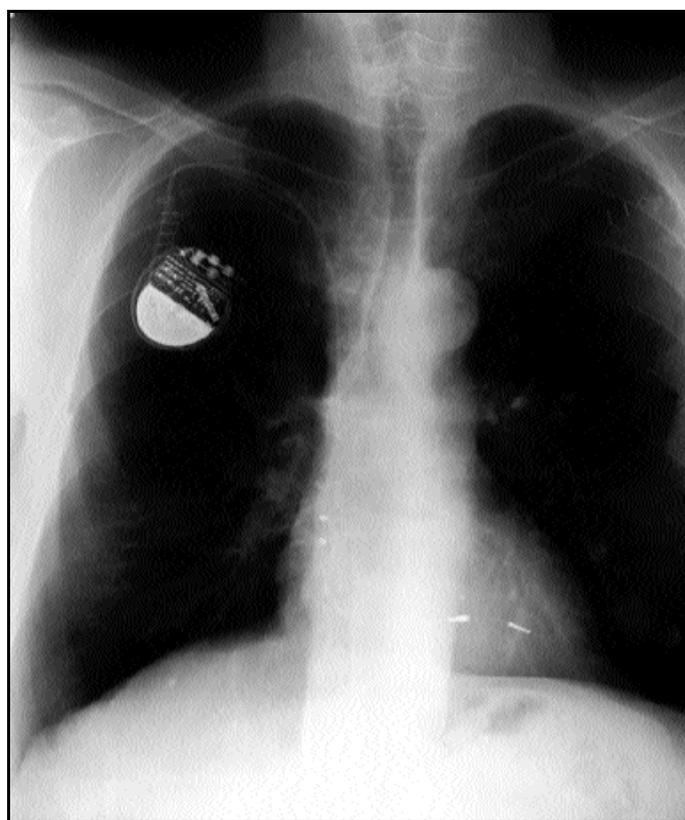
Paciente B.M.S. Radiografía PA de torax con un nuevo sistema VDD con cable único, implantado por el lado opuesto
